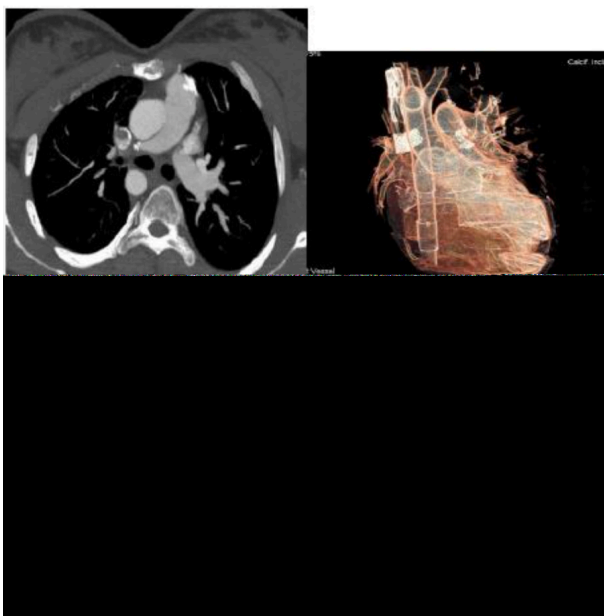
Ejemplos de tomografía cardíaca multicorte utilizada en la evaluación de anatomía vascular y estructura cardiovascular en pacientes con cardiopatías congénitas del adulto. Incluye cortes axiales, coronales y reconstrucción tridimensional.
